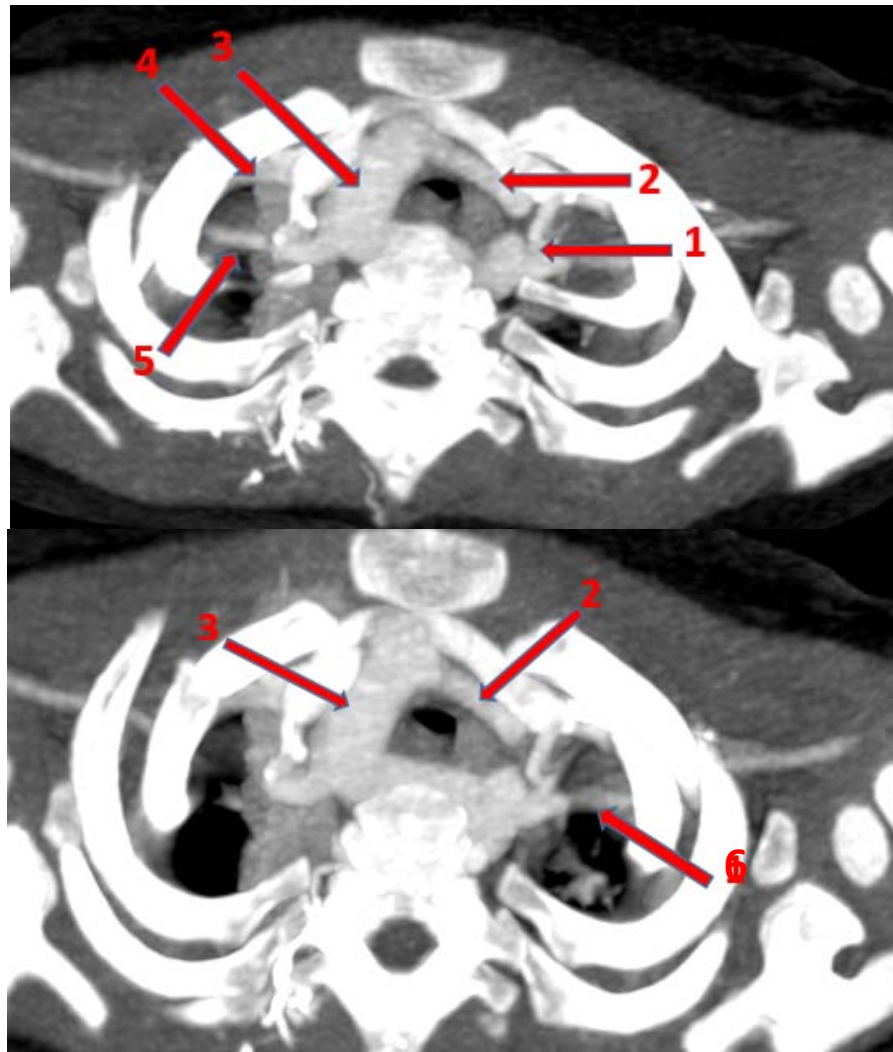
TDM thoracique, coupe axiale, en reconstruction MIP, de la malformation : Double Arc Aortique chez un patient de 7 mois (service de radiologie CHU Mohamed VI Marrakech).
